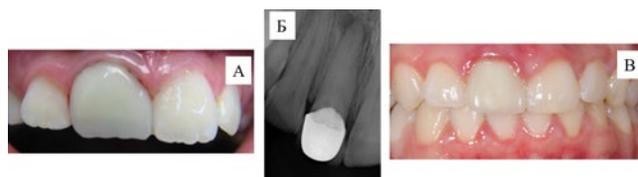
А — пластмассовая коронка на зубе 1.1; Б — прицельная внутриворотая рентгенограмма спустя 11 лет; В — денгальная фотография, керамическая коронка на зубе 1.1
